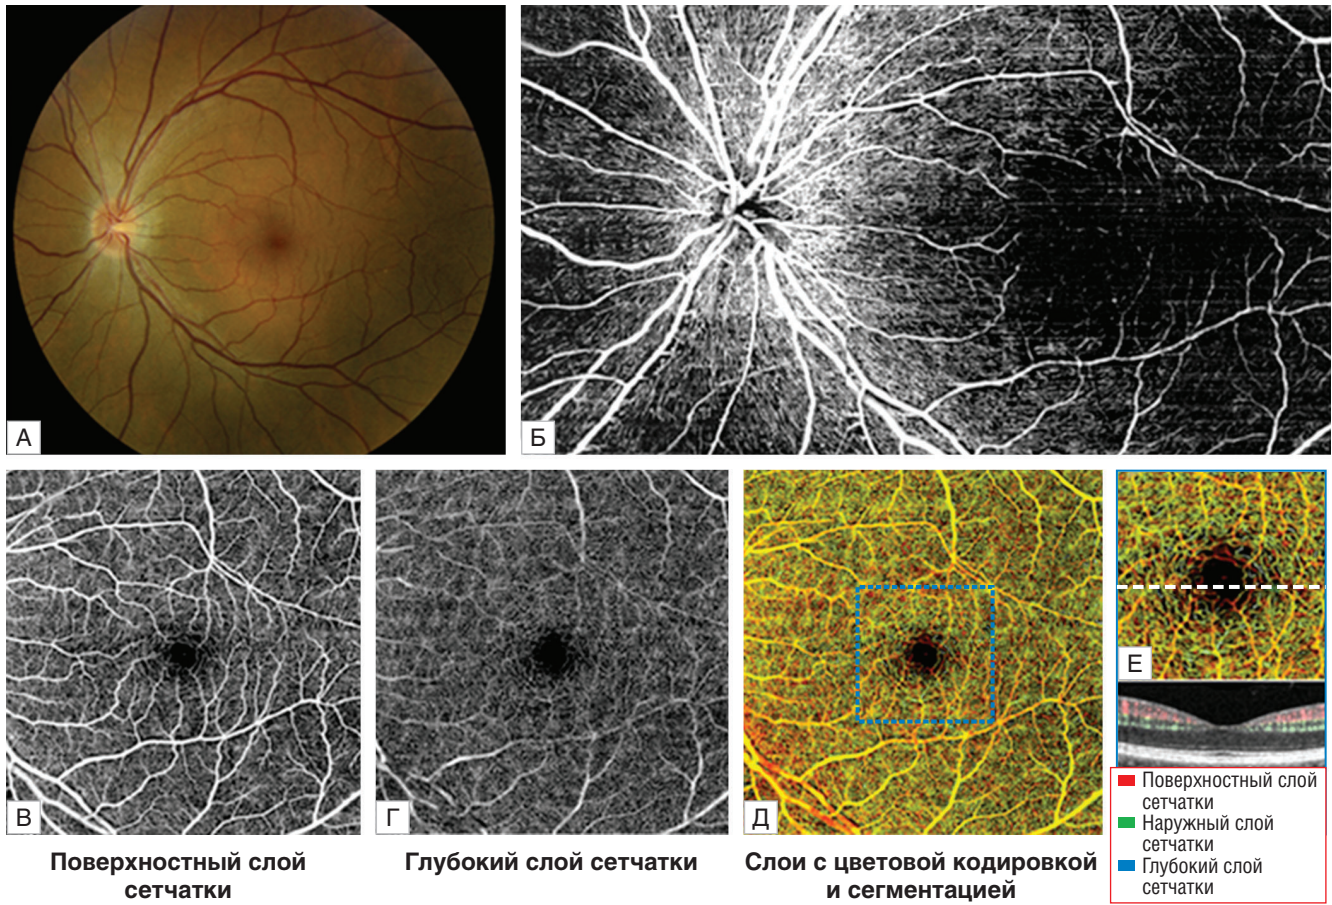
Изображения, полученные с помощью сверхчувствительной оптической микроангиографии сосудистой сети сетчатки в нескольких масштабах в сравнении с фотографией глазного дна: А — фотография глазного дна нормальной сетчатки; Б — монтированная en face оптическая микроангиограмма слоя нервных волокон сетчатки; В — фрагмент поверхностных слоев сетчатки, на котором показана сосудистая сеть в слое ганглиозных клеток и в наружном сетчатом слое; Г — фрагмент слоев сетчатки, соответствующий глубокому сосудистому сплетению; Д — изображение, показывающее сосудистую сеть, как на рис. В и Г, с маркировкой сосудов цветом в зависимости от глубины (красный — поверхностные; зеленый — промежуточные; синий — глубокие); Е — увеличенное изображение, детализирующее синюю рамку на рис. Д, а также структурный поперечный скан с наложенным на него (в положении, указанном пунктирной линией) потоком. Детали капиллярного русла хорошо видны при увеличении. Воспроизведено с разрешения из работы Zhang Q., Lee C.S., Chao J. et al. Wide-field optical coherence tomography based microangiography for retinal imaging // Sci. Rep., 2016. Vol. 6. P. 22017
